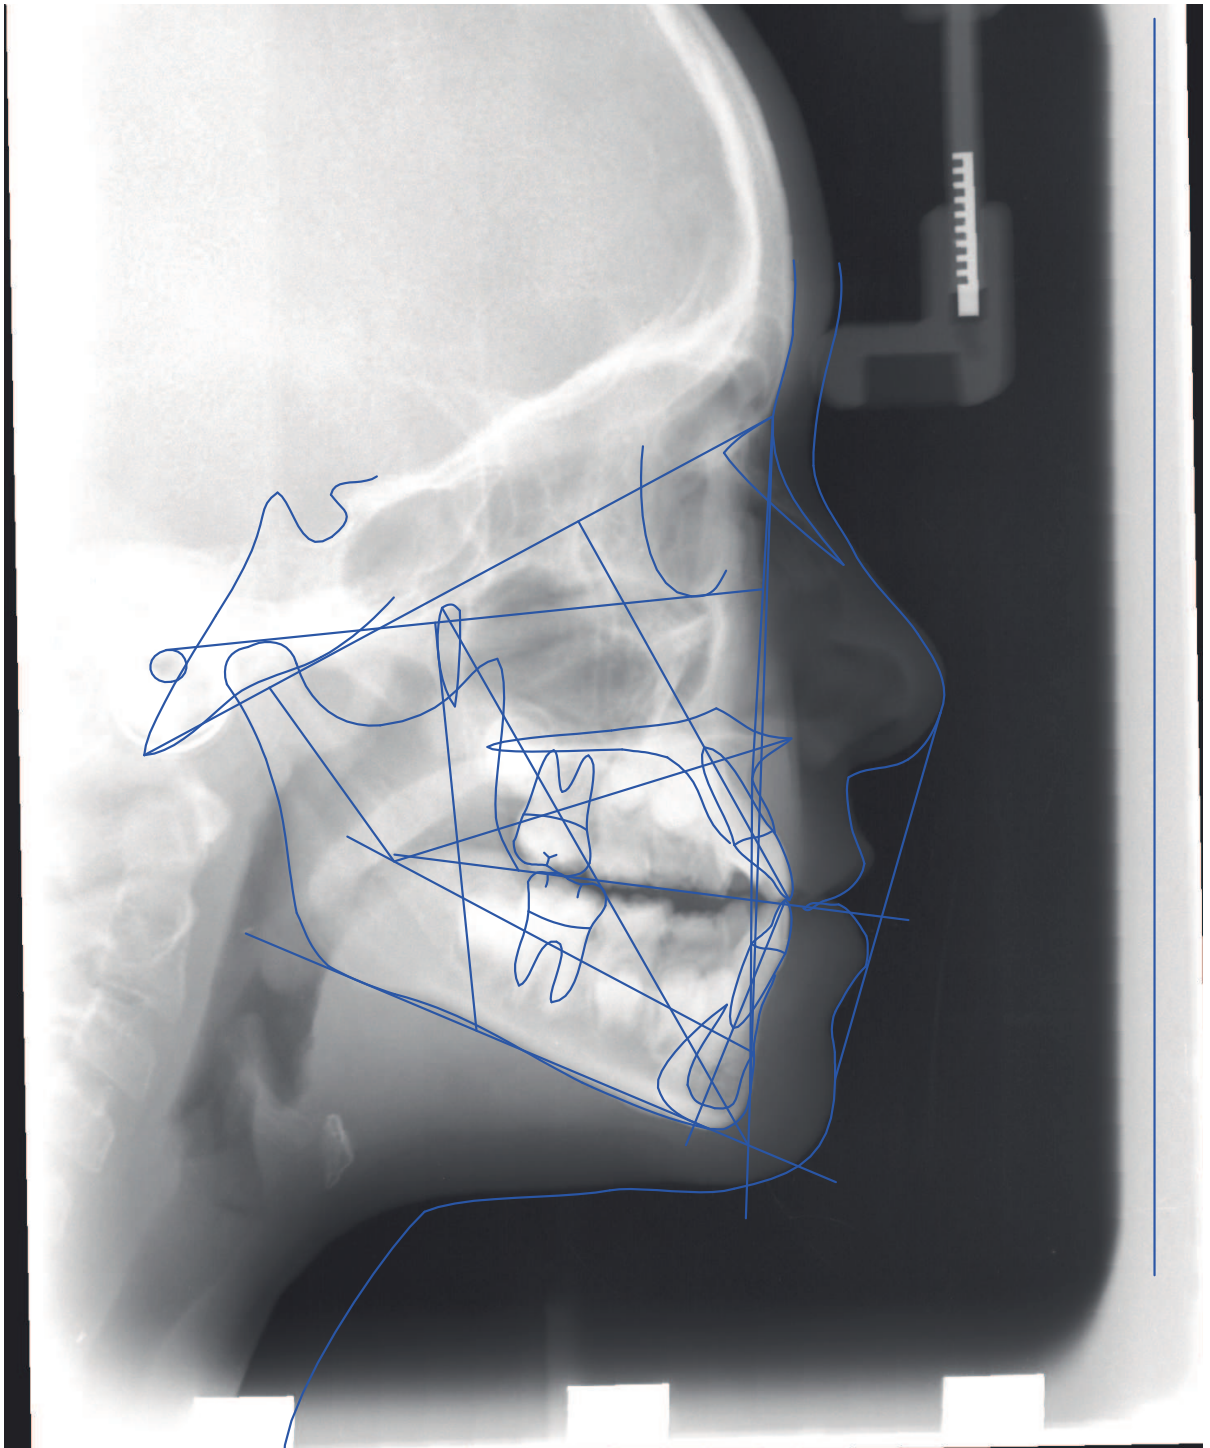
Teleradiografia e traçado cefalométrico do caso clínico 6.
